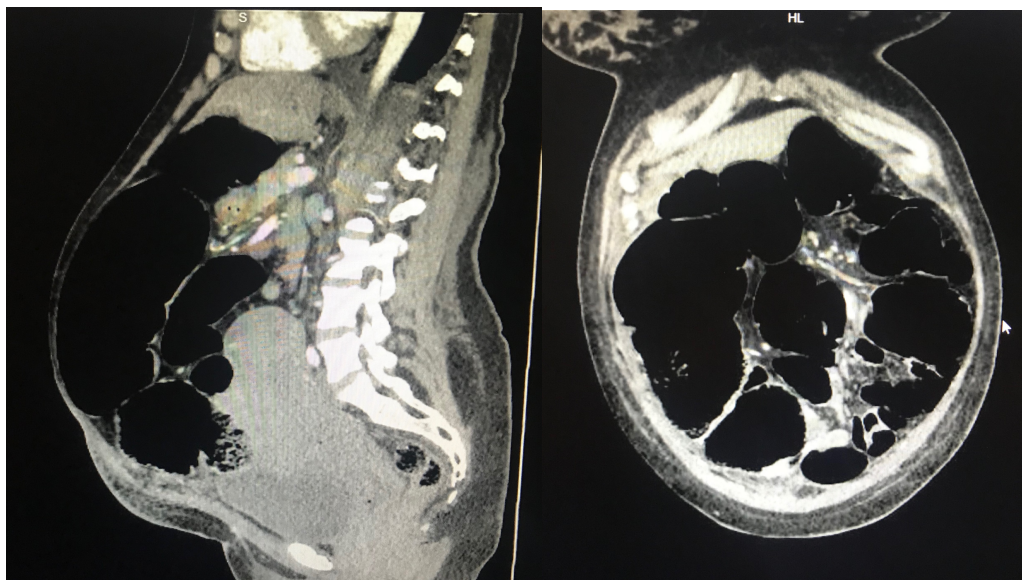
Tomografía axial computada de abdomen.
